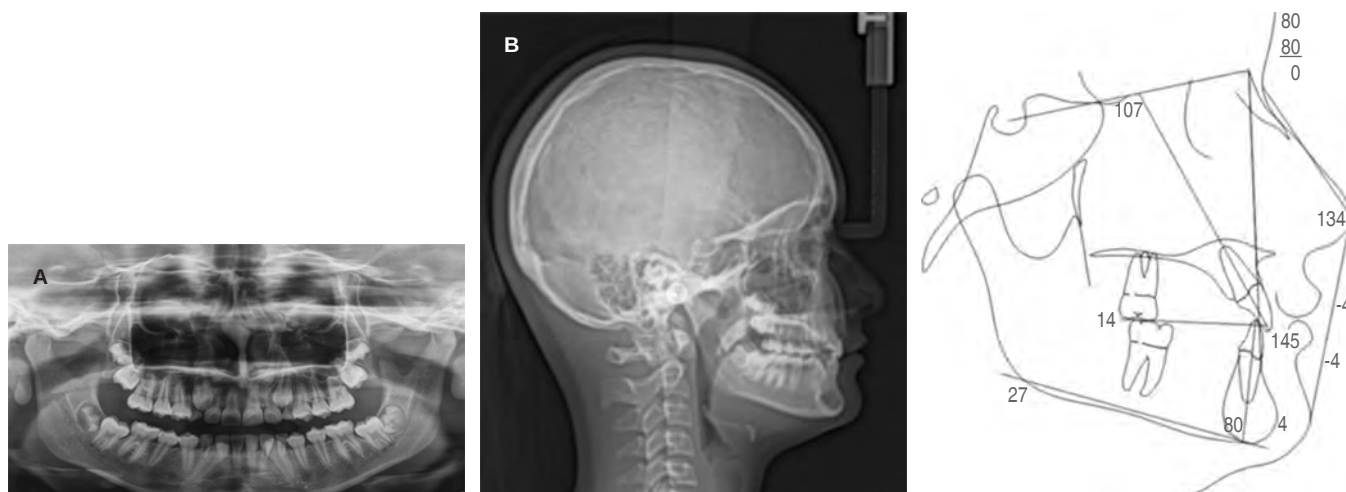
A) Radiografía lateral de cráneo con el trazado cefalométrico de Steiner inicial. B) Radiografía panorámica inicial.
